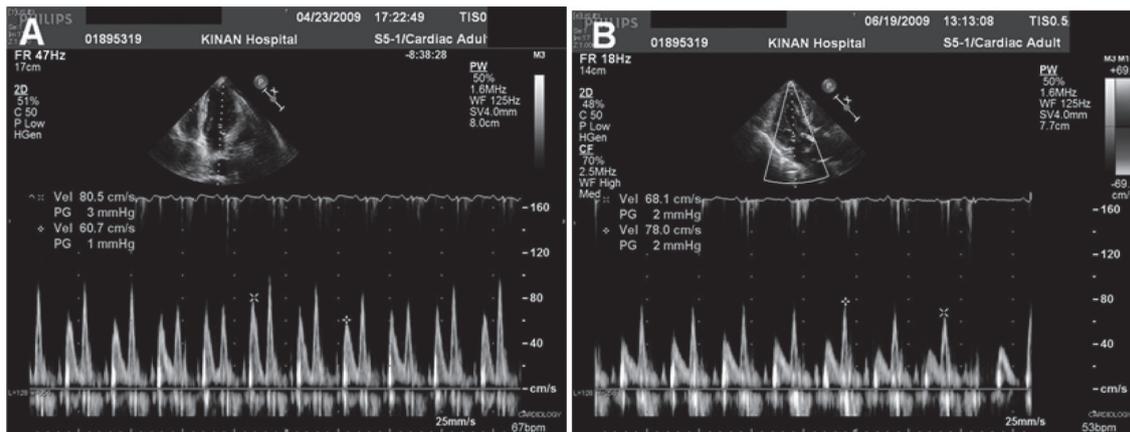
心エコー所見(A:再入院時, B:退院時)
